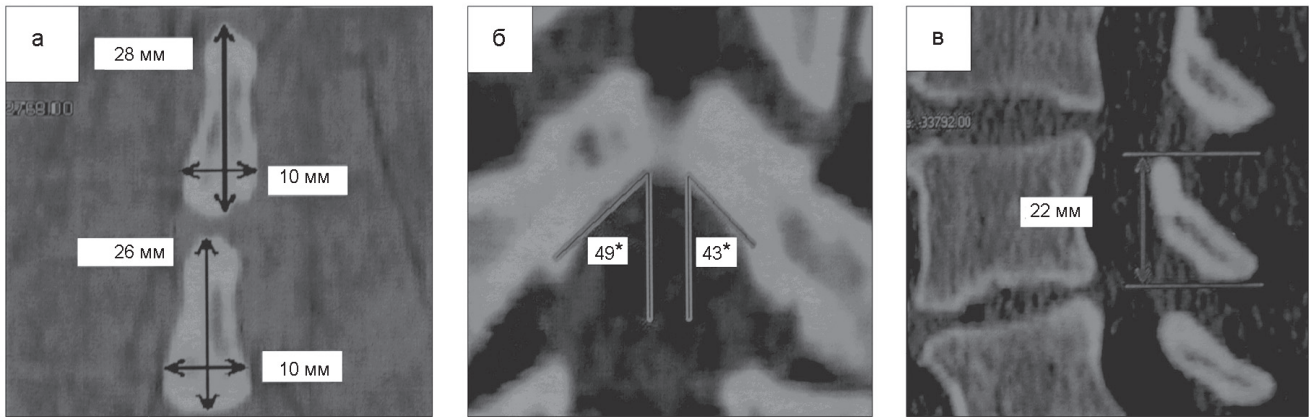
Техника измерения рентгеноанатомических параметров:
